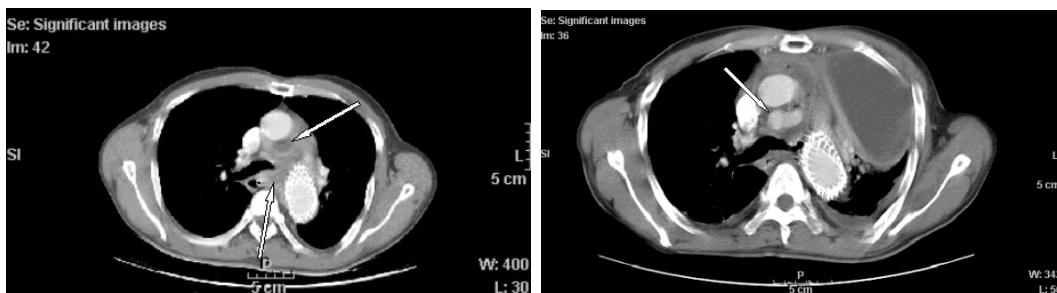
Chest CT scan showed multiple low-attenuated foci at periaortic area on admission.
